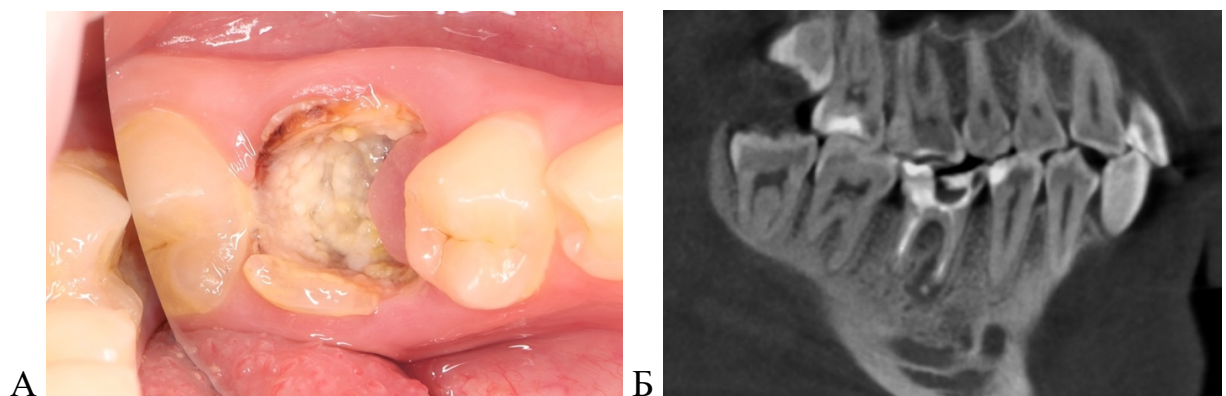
Исходная ситуация до проведения лечения у пациента 1 группы: А – область планируемого вмешательства; Б – рентгенологический контроль
